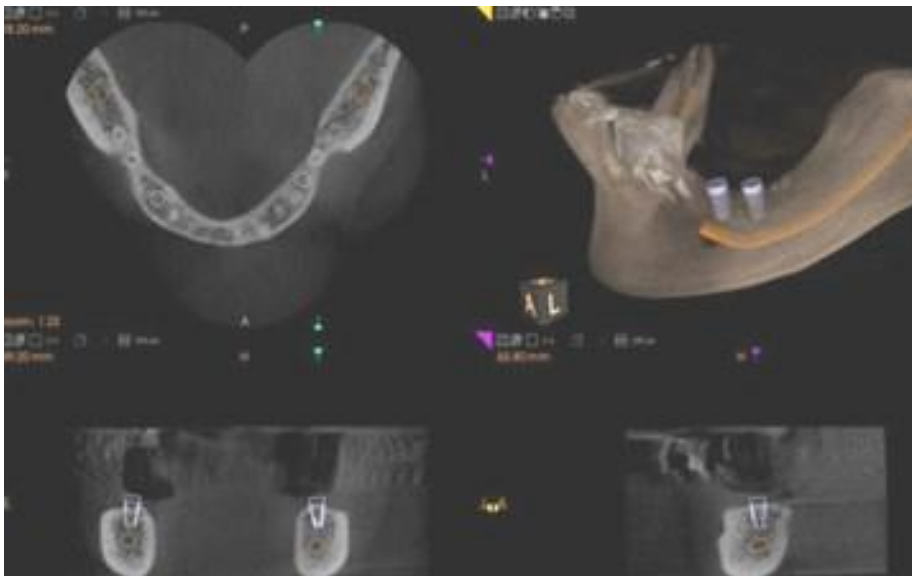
Tomografía Computarizada de Implantes
